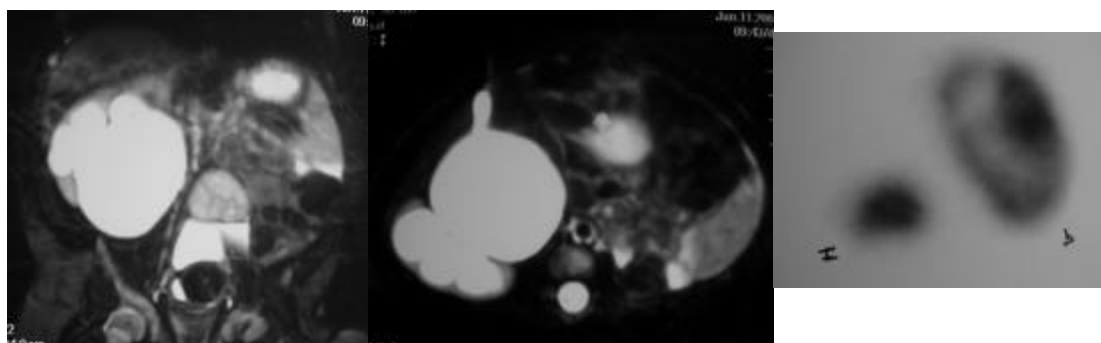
RNM (uro-resonancia) en la que se aprecia Hidronefrosis derecha severa con riñón izquierdo pélvico con dilatación de la pelvis renal.
